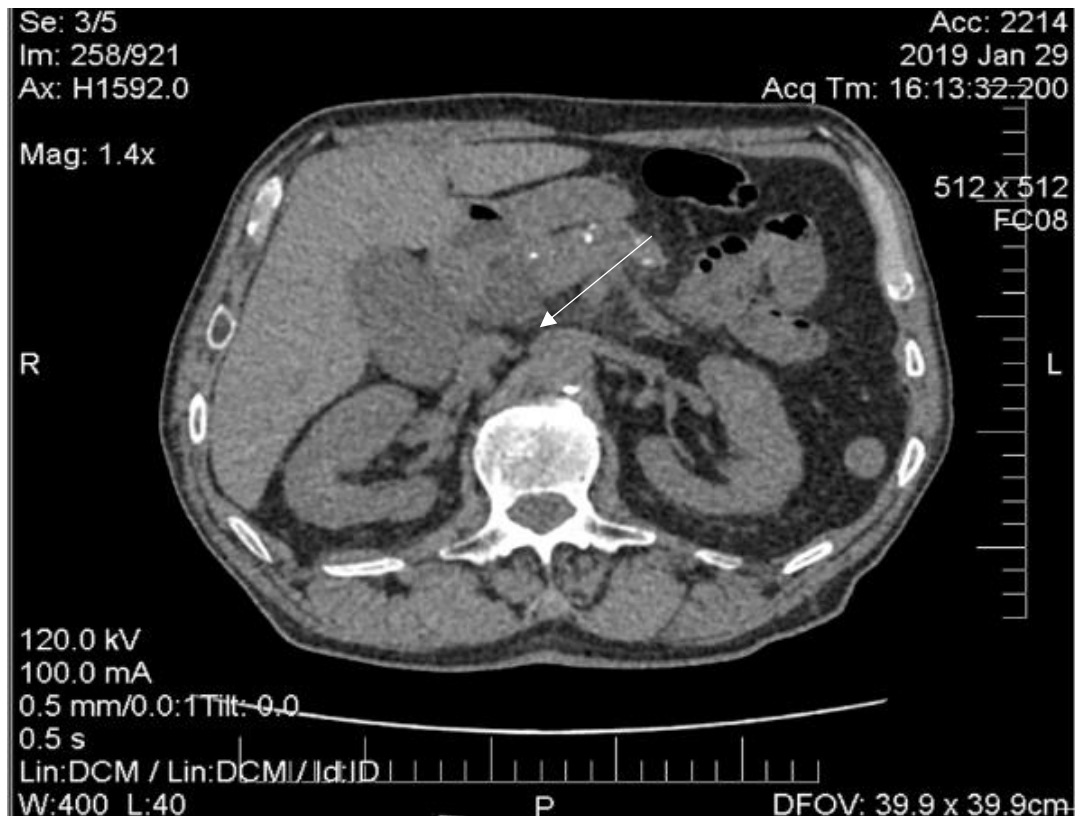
КТ-скан хворого З. на ПДП в поєднанні з хронічним калькульозним панкреатитом. Потовщення фіброзної пластини між головкою ПЗ та ДПК (позначено стрілкою).
